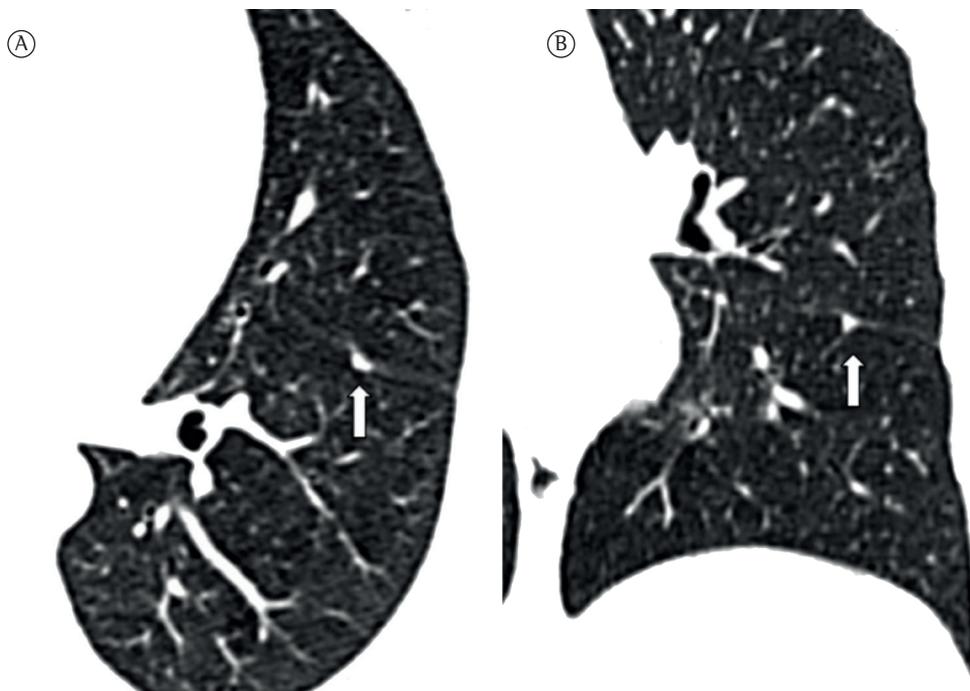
Em A, imagem axial de TC de tórax (janela pulmonar) de um homem de 53 anos de idade. Um linfonodo intrapulmonar triangular (3 × 4 mm) está aderido à fissura pleural. Em B, imagem coronal de TC (janela pulmonar) mostrando a forma triangular e contato septal (seta) do linfonodo intrapulmonar.
